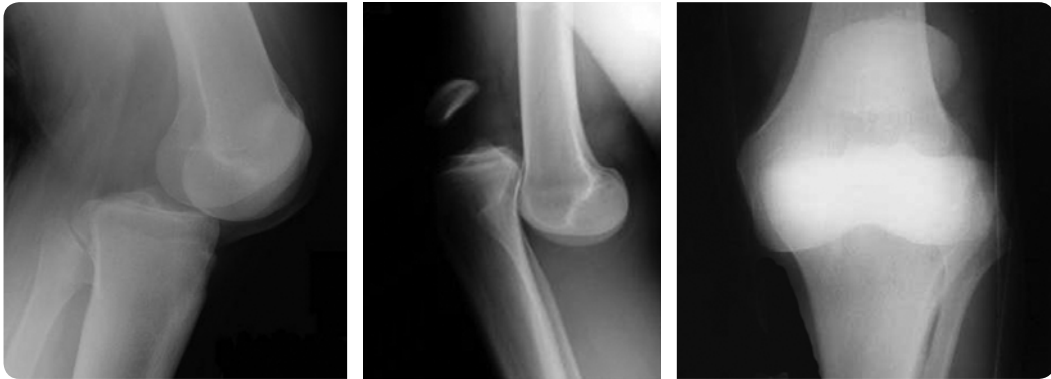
На рентгенограмах: вивих гомілки в колінному суглобі:
